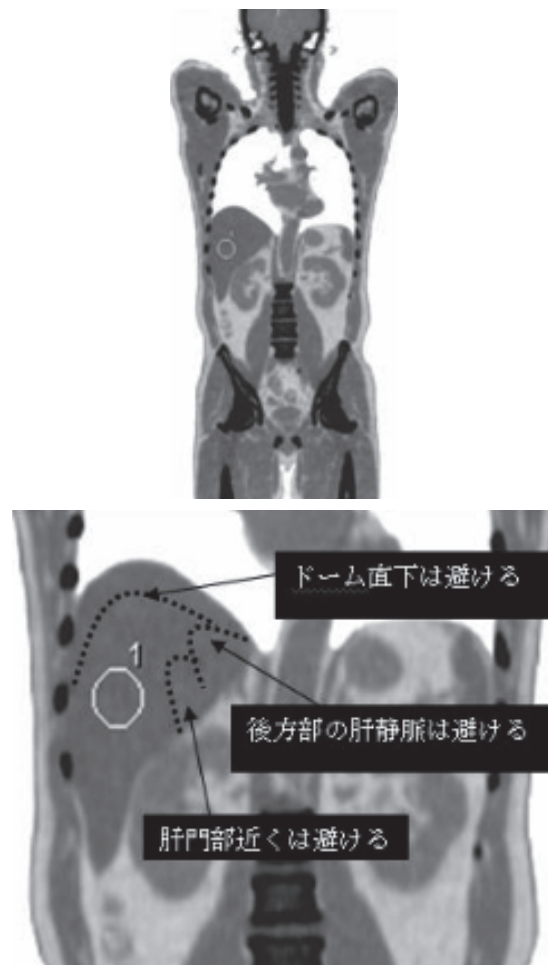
PET と X線 CT の融合画像 (冠状断像) における肝 SNR 解析例
